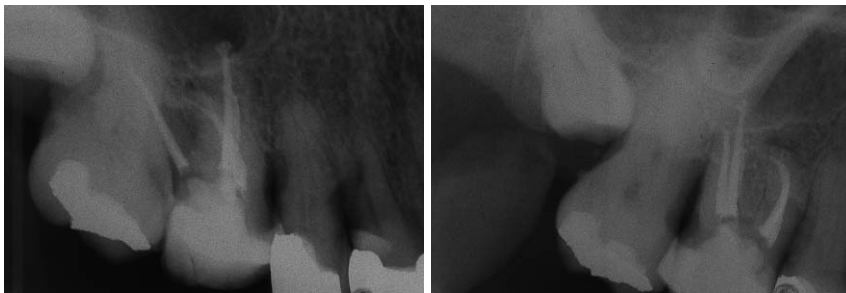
Postendodontische Röntgenkontrolle. – Abb. 9: Röntgenbefund bei der Einjahreskontrolle.
